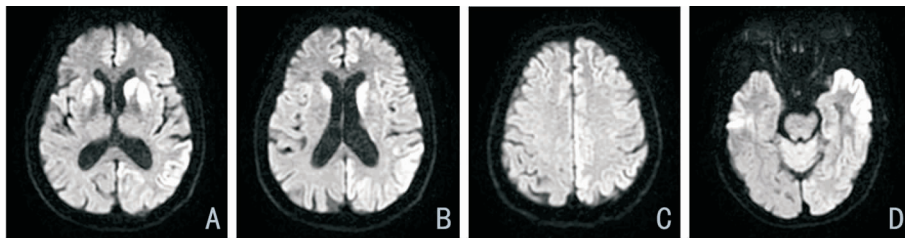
DWI 表现。A、B、C、D 双侧额叶、扣带回、颞叶、顶叶、枕叶为主大脑皮质广泛带状高信号及双侧尾状核头部高信号, 以左侧明显。
